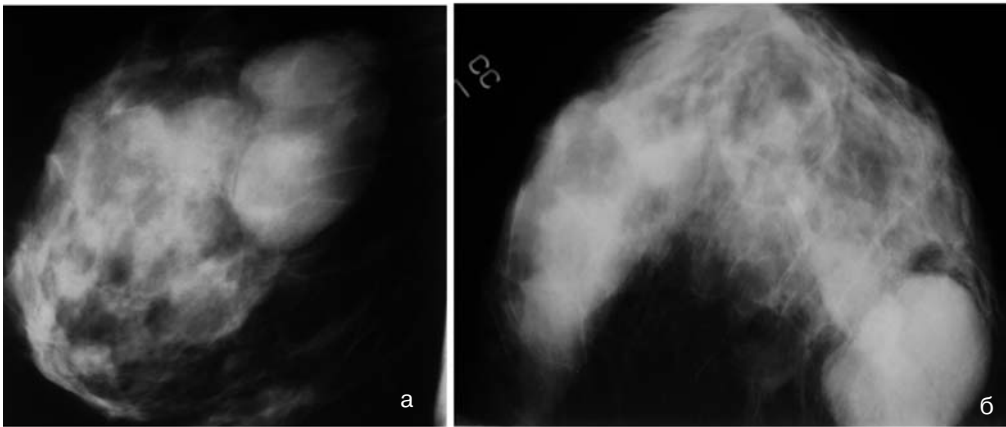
а, б. Рентгенограммы листовидной фибroadеномы левой грудной железы пациентки С., 1981 г.р
